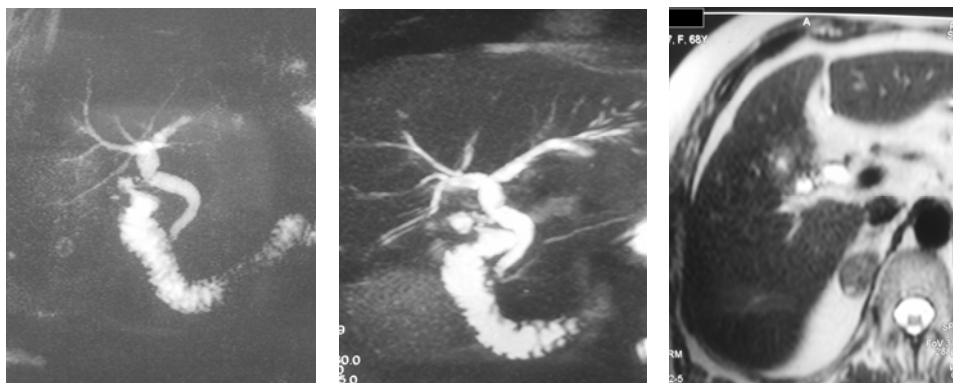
MRCP (Magnetic Resonance Cholangio-Pancreatography)
